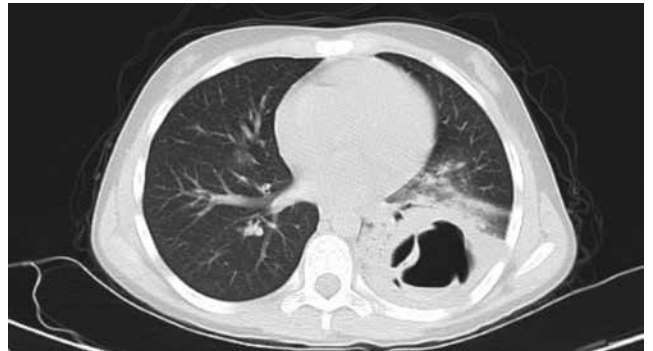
Düzgün kenarlı kistin toraks tomografisi
